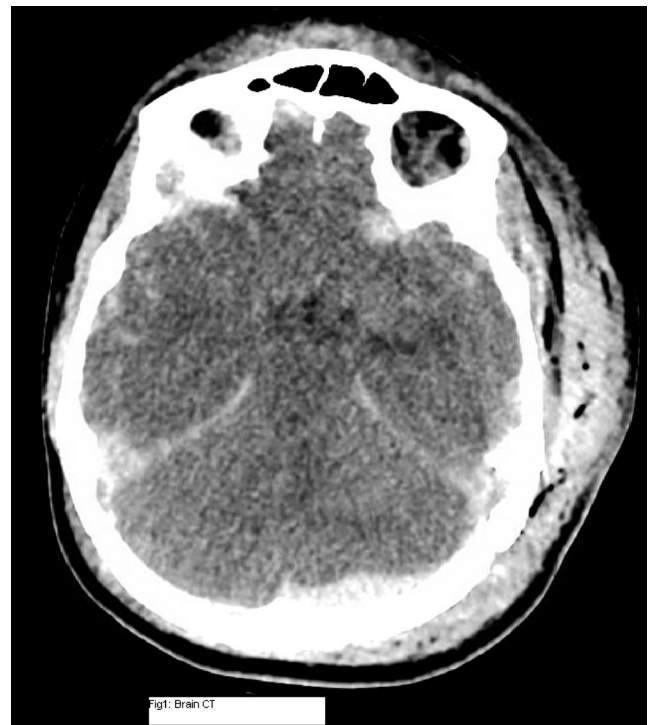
TDM cérébral sans injection
